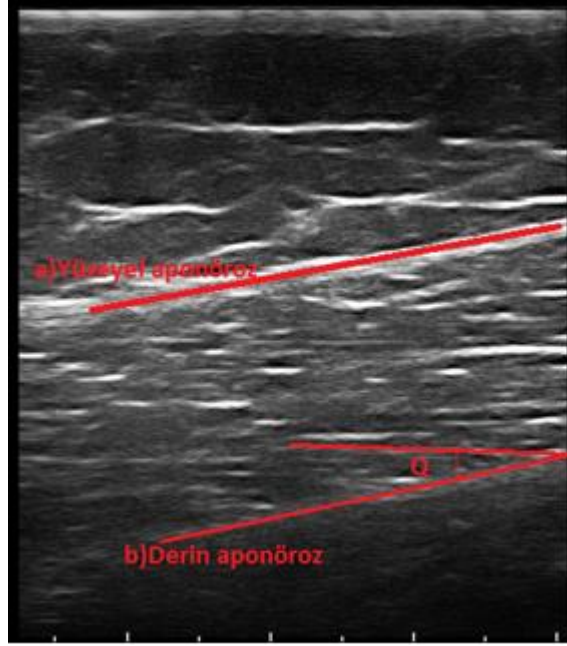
USG ile vastus lateralis kas kalınlık ölçümü
